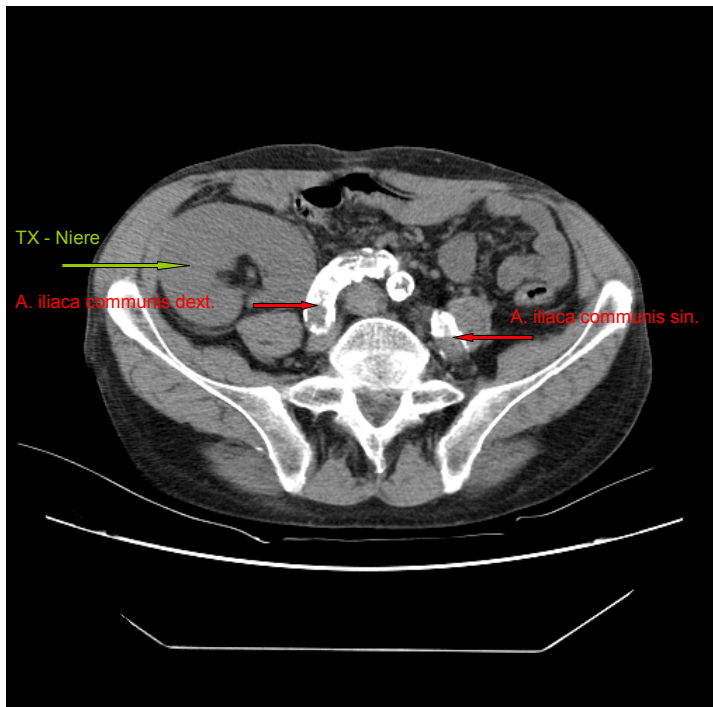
CT Bild 3, Verkalkung Grad 3
